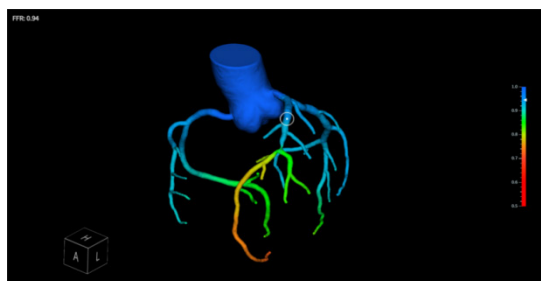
经过数据处理，应用不同颜色体现血管不同的 FFR CT 值
